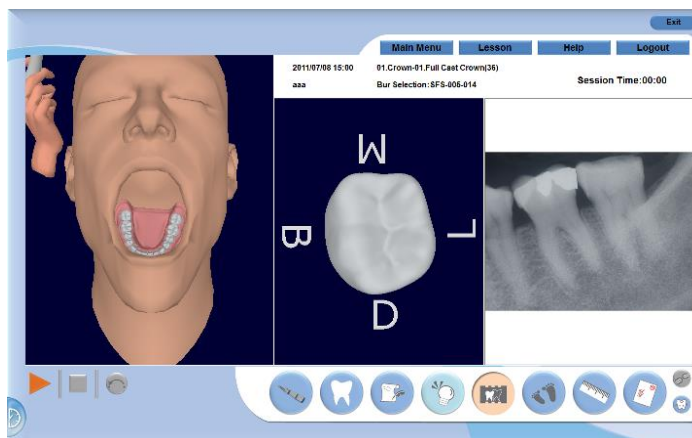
Клавиша Рентгеновское изображение.
